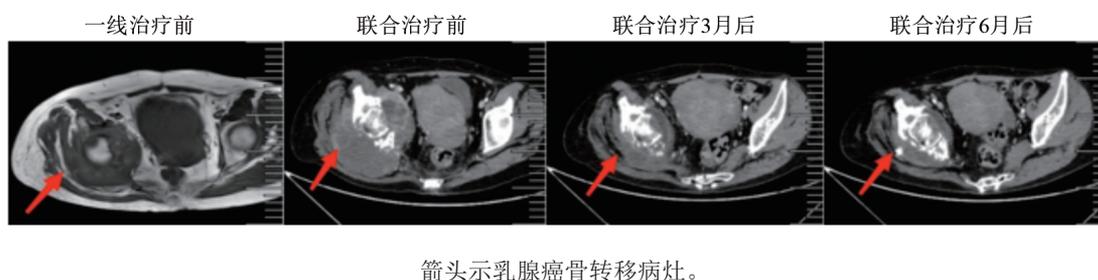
TNBC骨转移患者经放疗联合免疫治疗前后CT影像学变化比较
